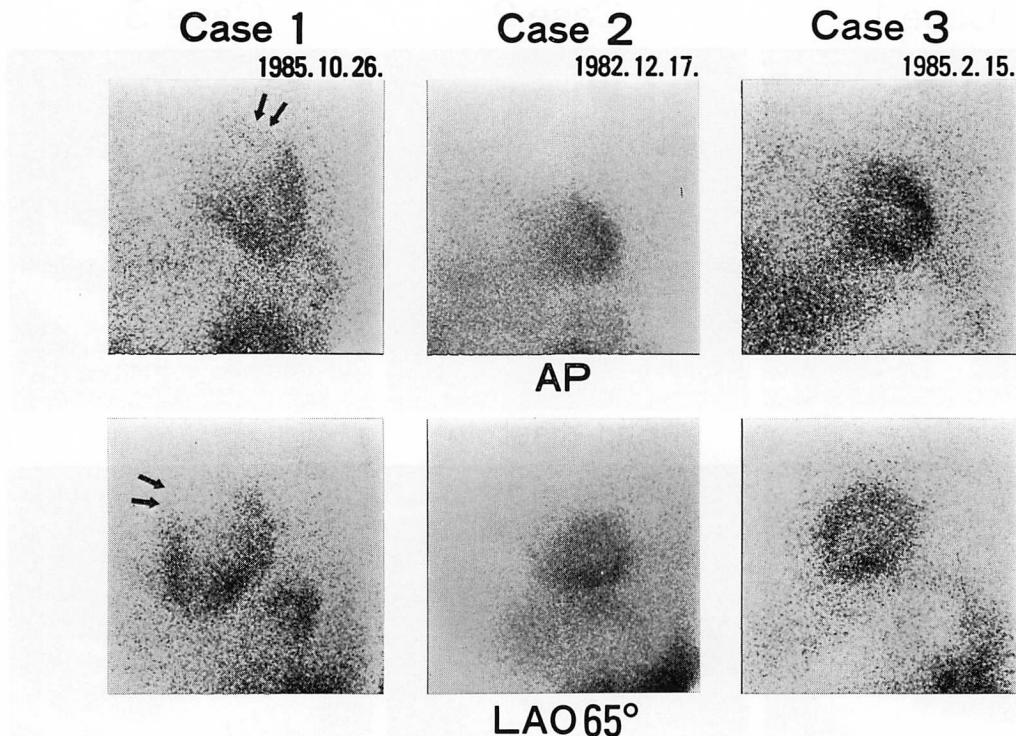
Thallium-201 myocardial scintigrams.
